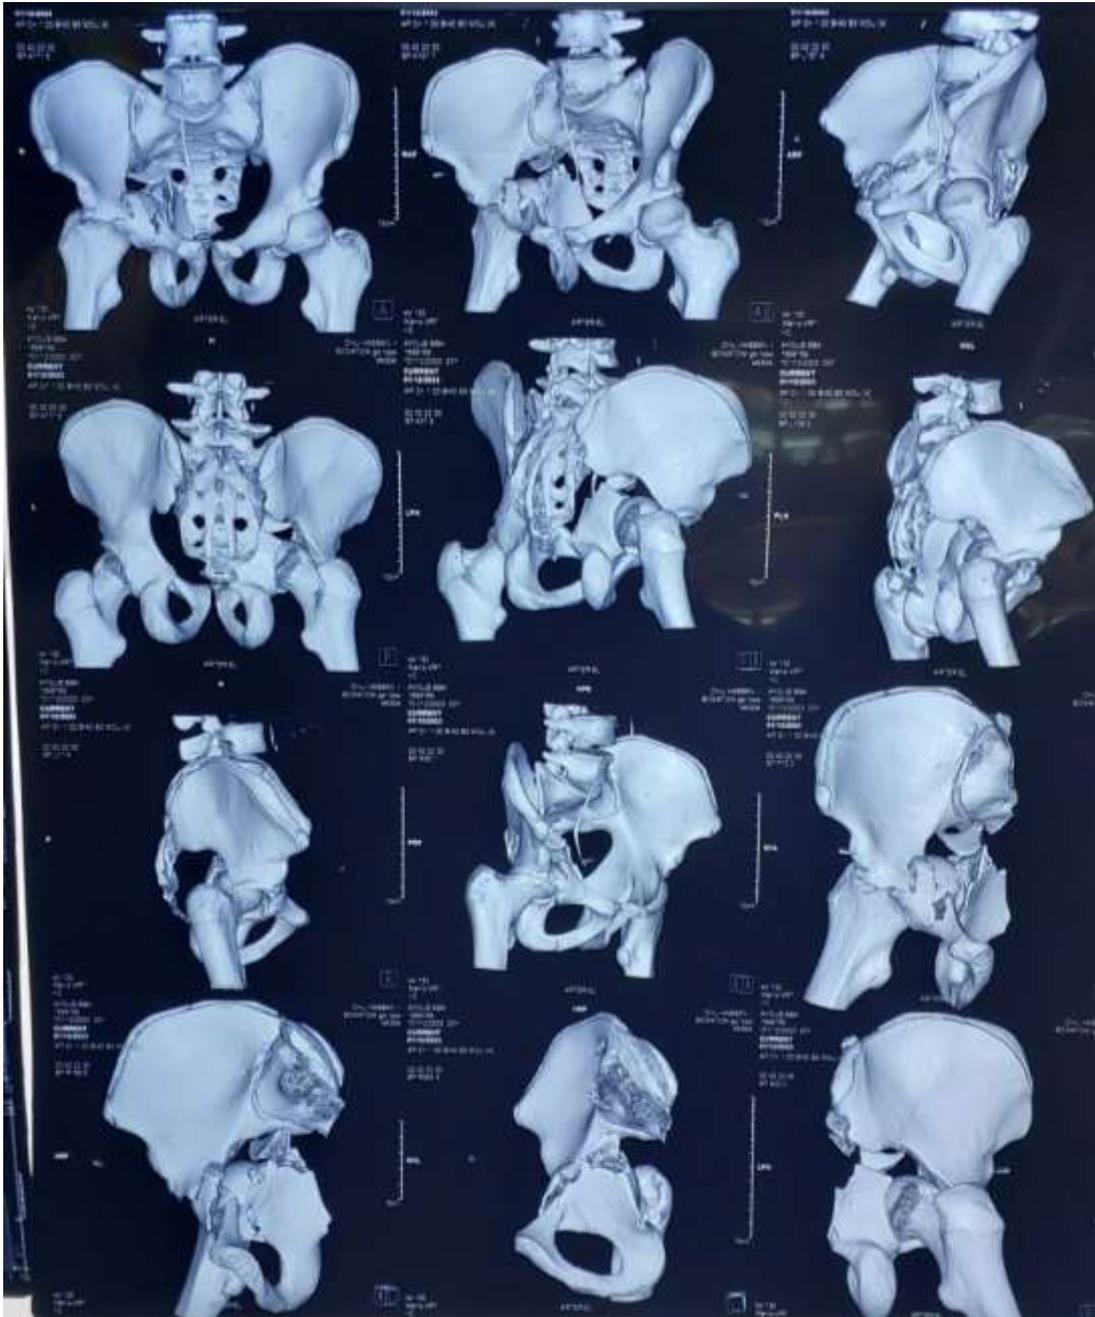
Reconstruction 3D TDM montrant une fracture de la colonne antérieure du cotyle avec luxation centrale
